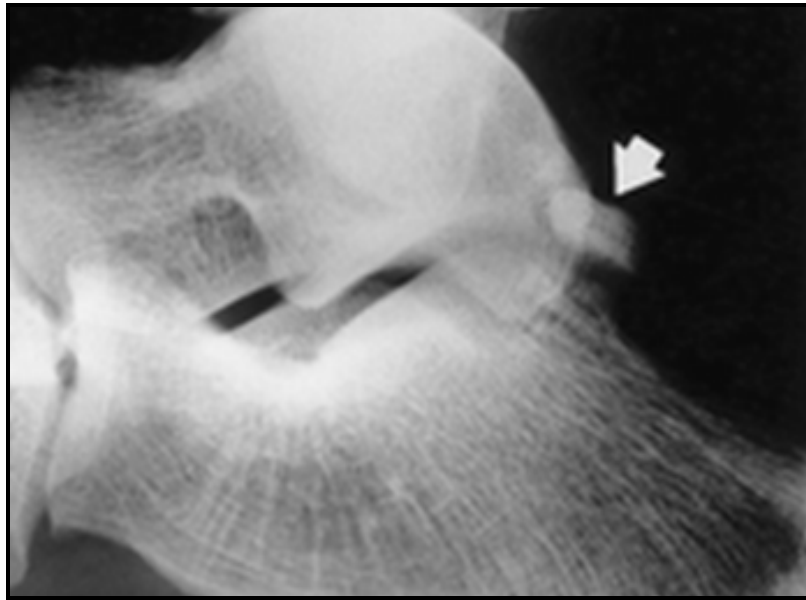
Radiographie standard montrant une Fracture du tubercule postérieur.
